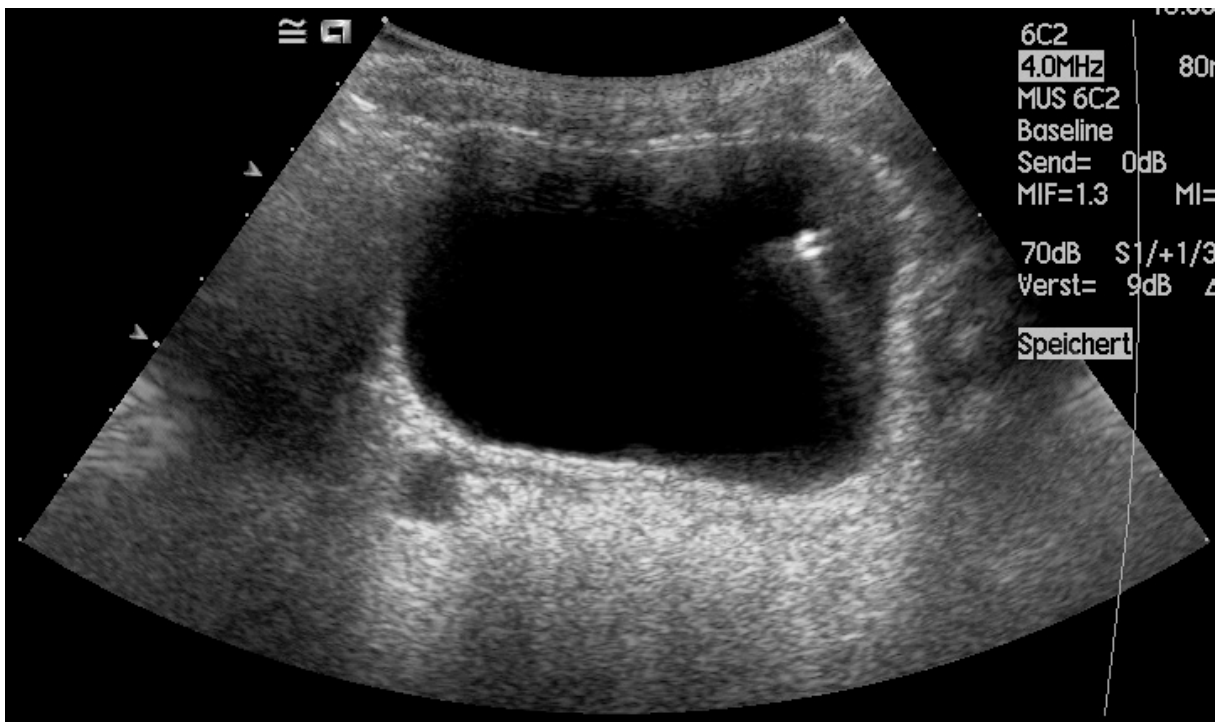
Kontrastmittelverstärkte Refluxsonographie vor KM- Gabe
